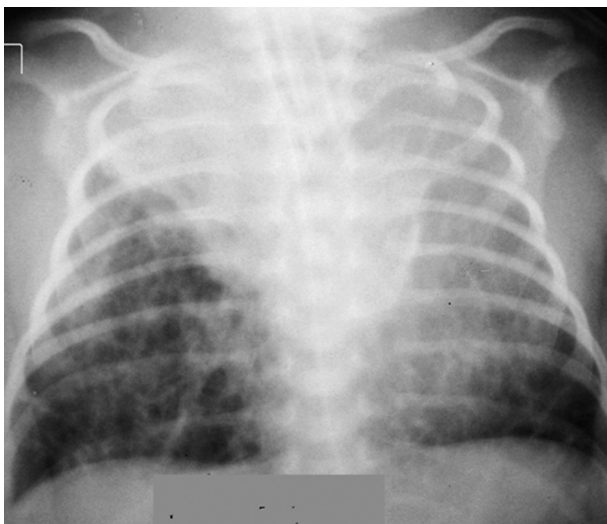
Контрольна рентгенограма ОГК через 12 годин. Формування лівобічного напруженого пневмотораксу
